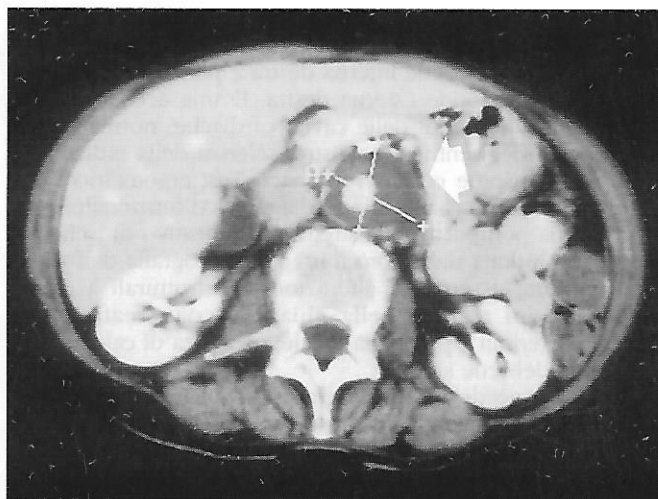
G. G., sesso maschile, anni 81: tomografia computerizzata dell'addome con mezzo di contrasto. Aneurisma dell'aorta addominale con apposizione trombotica (freccia).
